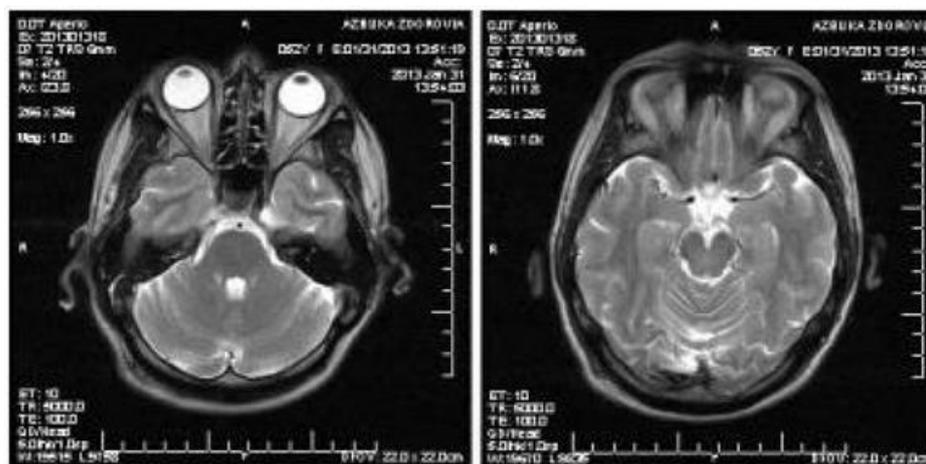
Магнитно-резонансная томография
